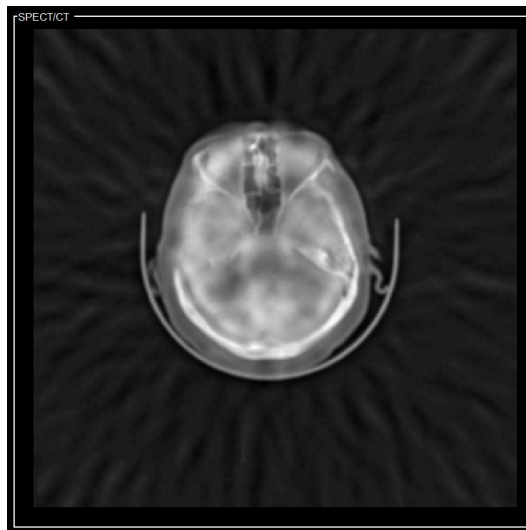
Fusión SPECT/TC – SIDWT
